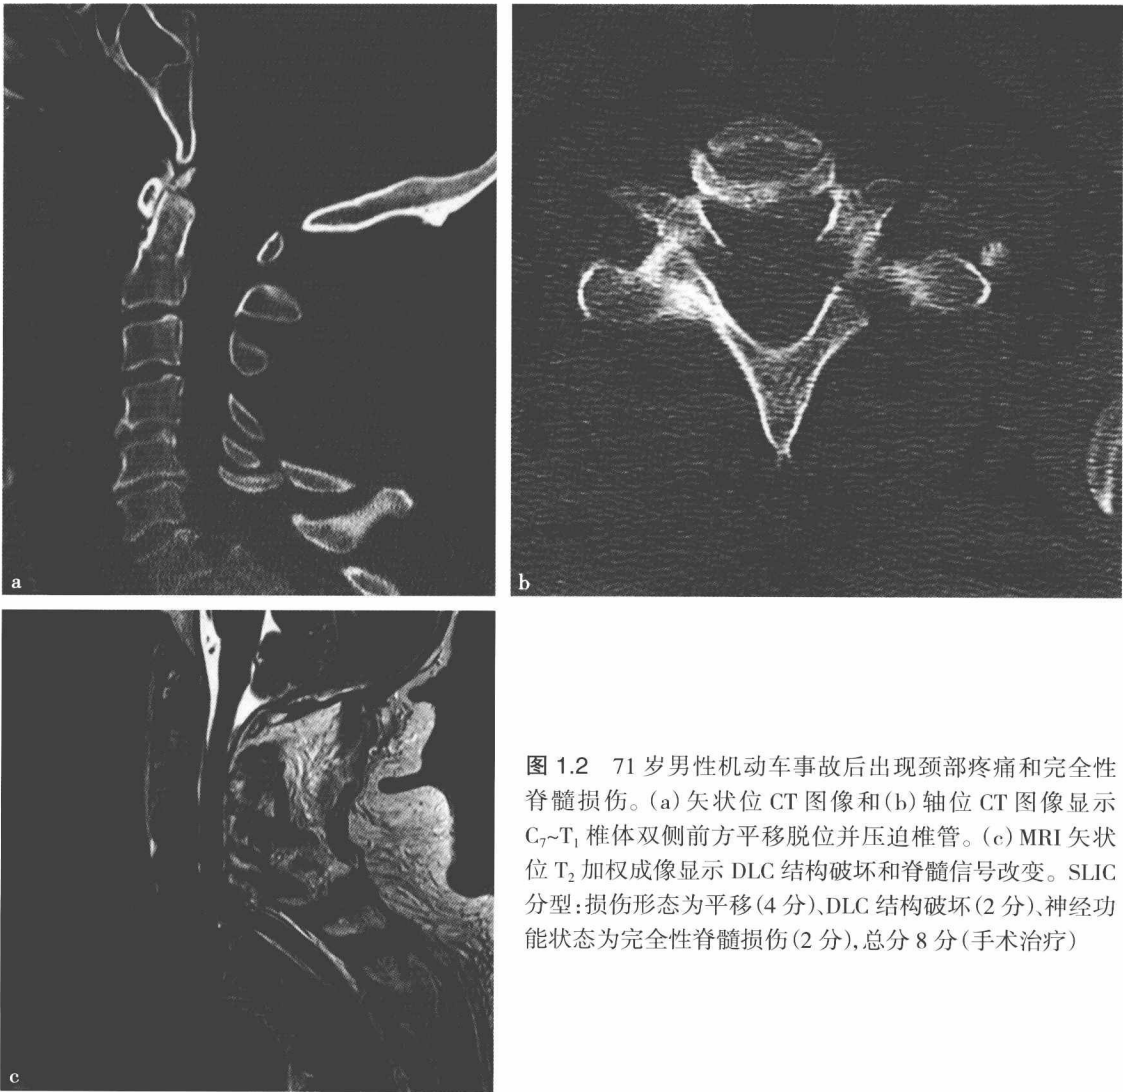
71 岁男性机动车事故后出现颈部疼痛和完全性脊髓损伤。(a) 矢状位 CT 图像和(b) 轴位 CT 图像显示 C₇~T₁ 椎体双侧前方平移脱位并压迫椎管。(c) MRI 矢状位 T₂ 加权成像显示 DLC 结构破坏和脊髓信号改变。SLIC 分型:损伤形态为平移(4 分)、DLC 结构破坏(2 分)、神经功能状态为完全性脊髓损伤(2 分),总分 8 分(手术治疗)
